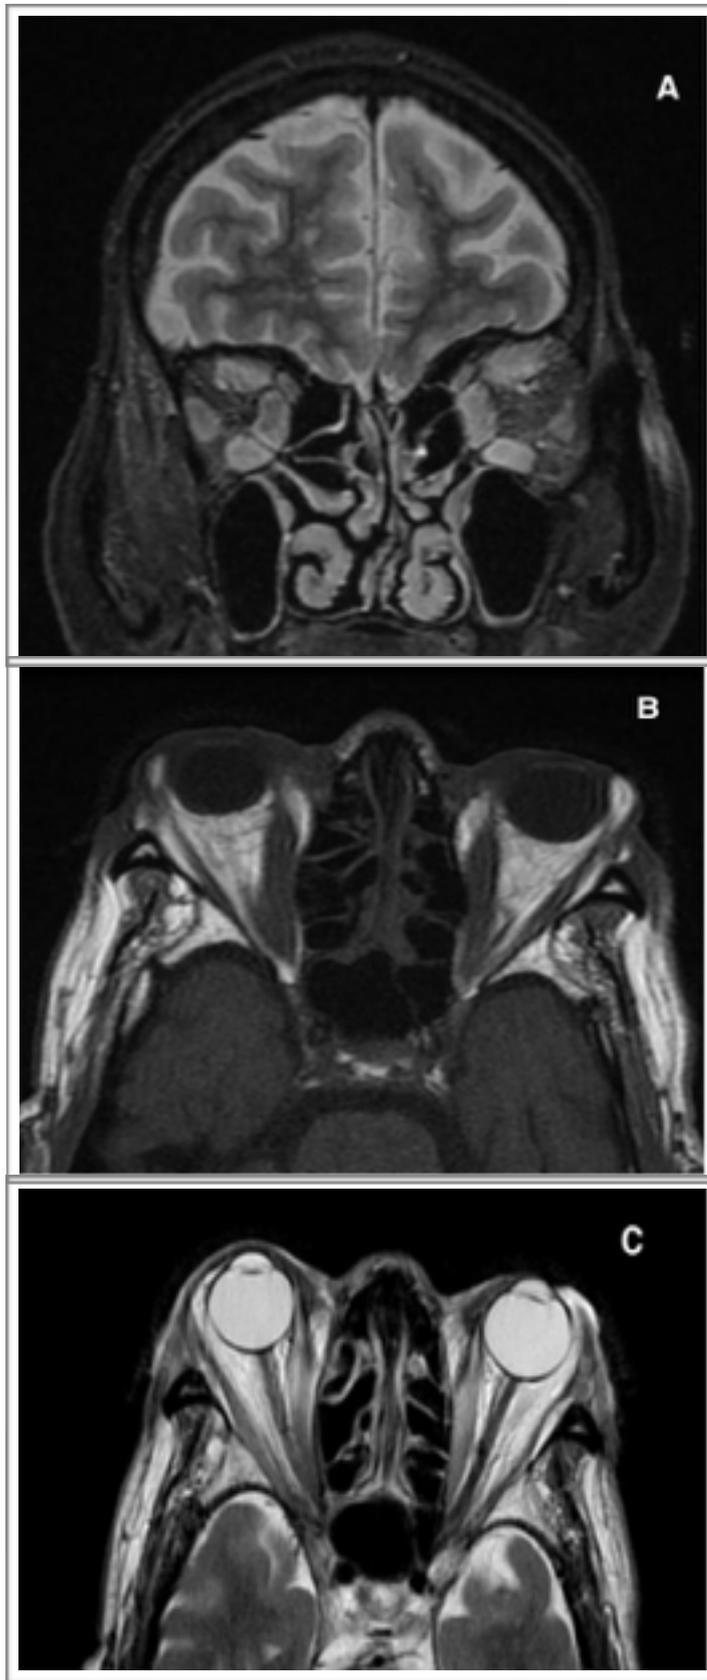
Imagem de ressonância magnética de um paciente com orbitopatia distireoidiana bilateral ativa. (A) Corte coronal mostrando espessamento dos músculos retos inferior, medial e superior bilateral. (B e C) Cortes axiais mostrando importante proptose e espessamento bilateral.
